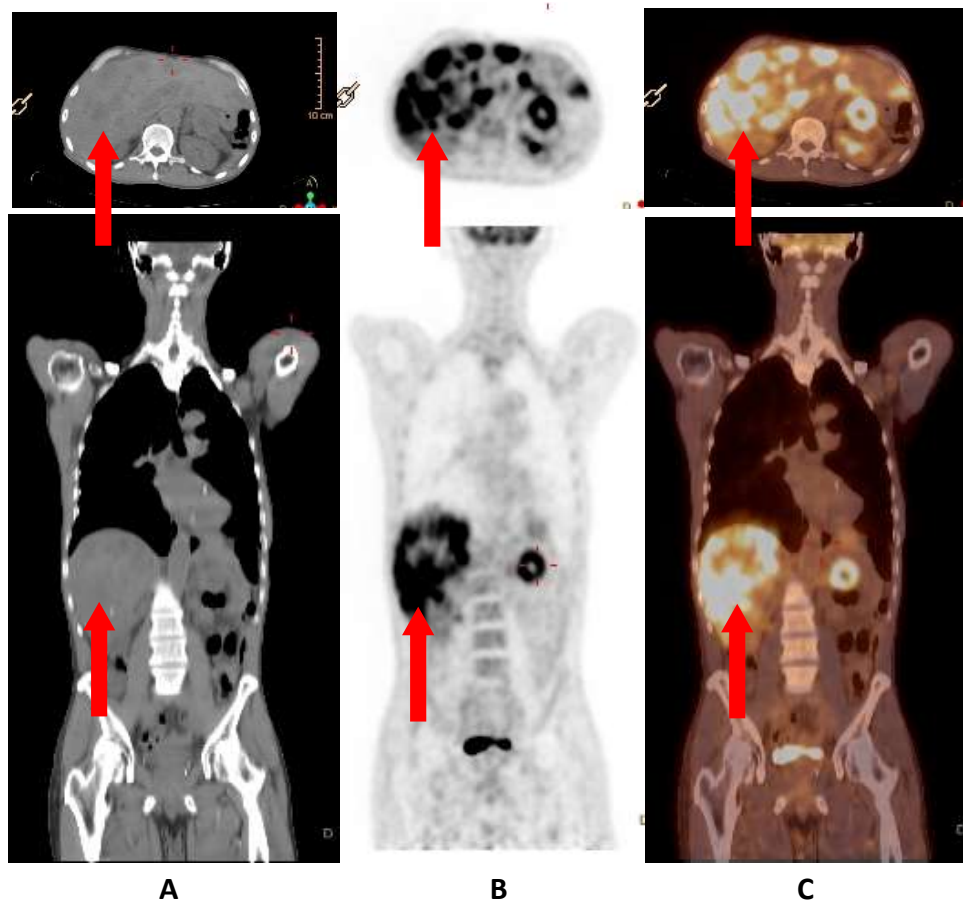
F18-FDG PET/CT convencional. A. Imagen CT axial y coronal con múltiples metástasis hepáticas sin posible primario. B. Imagen PET axial y coronal mostrando múltiples focos de hipercaptación en glándula hepática de aspecto metastásico con un SUVmax de 9,5, con foco hipermetabólico que toma cuerpo y cola del páncreas con un SUVmax de 6,5 como posible primario (flecha roja). C. Imagen fusionada PET/CT axial y coronal que reafirma el diagnóstico de la imagen PET (flecha roja).
